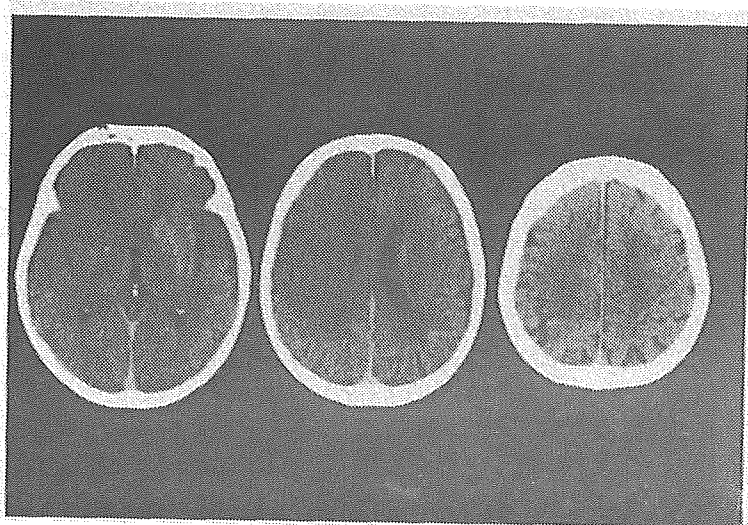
発症から3時間後のCTにて early (ischemic) CT sign が認められた急性期脳梗塞症例
